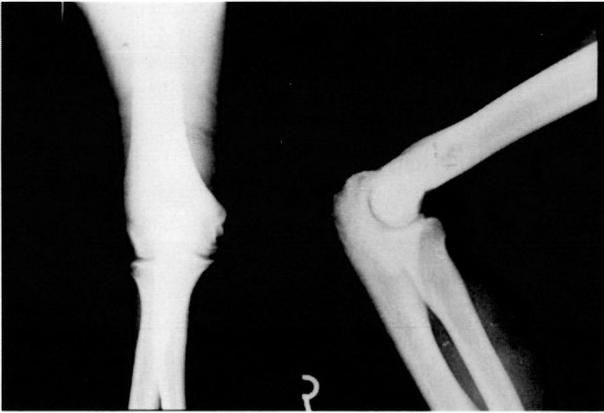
Case 2 : Plain X-ray 6 months after operation. Stress fracture of the olecranon is completely united.
